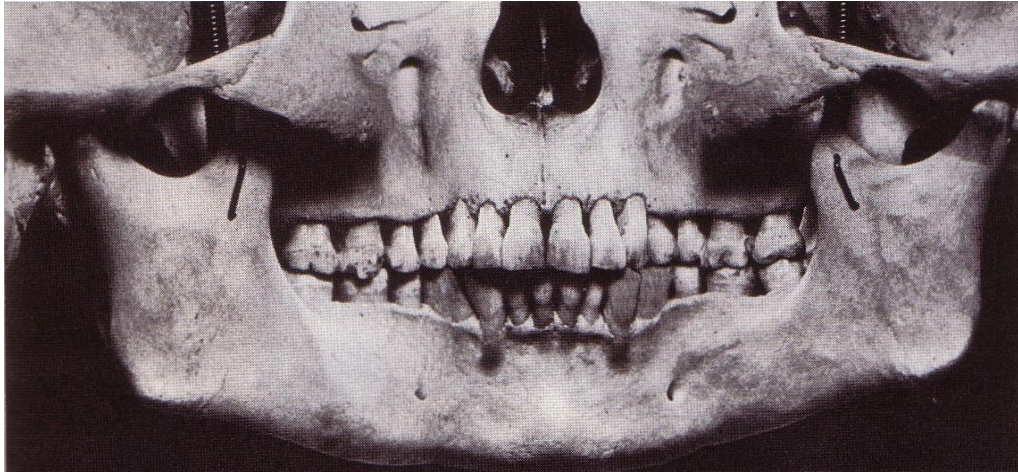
Die Wiedergabe der Strukturen der Anatomie im Orthopantomogramm ist an dieser Photomontage gut zu erkennen. Die eigentliche bogenförmige Struktur des Kiefers wird flächig dargestellt (PASLER FA 2003, S. 189)
